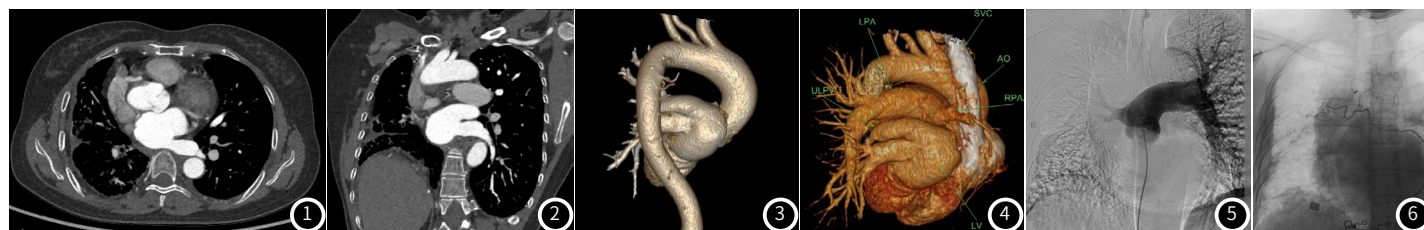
CT横断位示：右肺静脉未见显示。图2 CPR图像示：左心缘圆钝，右肺静脉未见显示。
